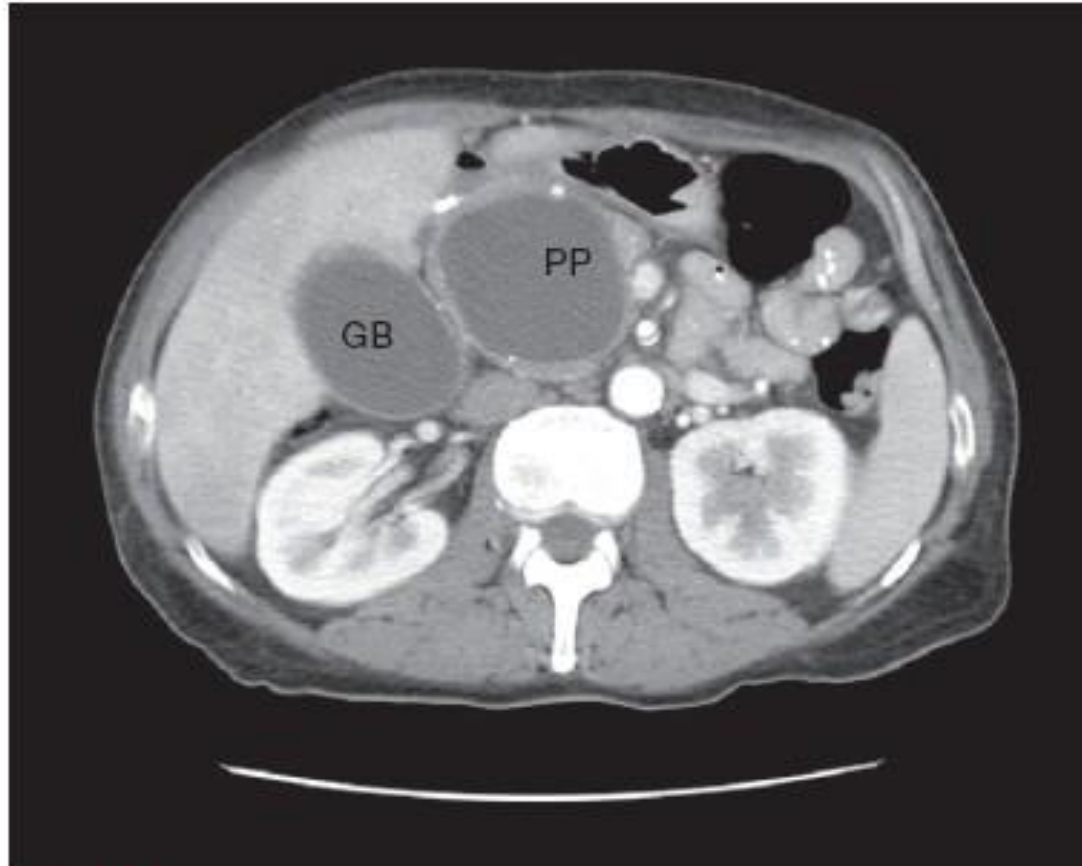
CT scan showing pancreatic pseudocyst (PP). In this patient, the pseudocyst was so large as to compress the common bile duct, causing obstructive jaundice. GB, gallbladder.
